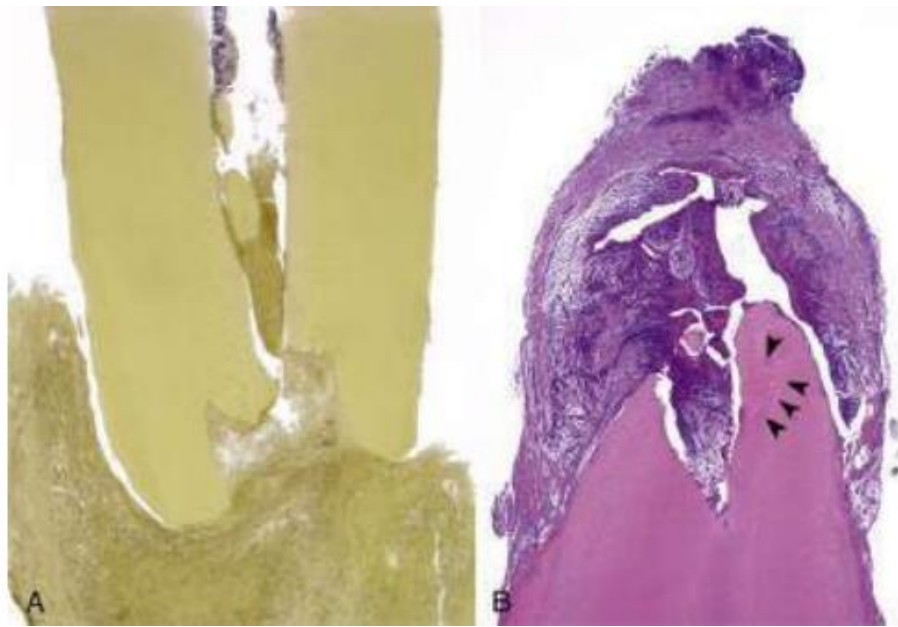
Reabsorción inflamatoria externa. A. Raíz mesial de un primer molar inferior extraído con lesión periapical anexa. B. Raíz palatina de un primer molar superior extraído con lesión periapical anexa. (4)
